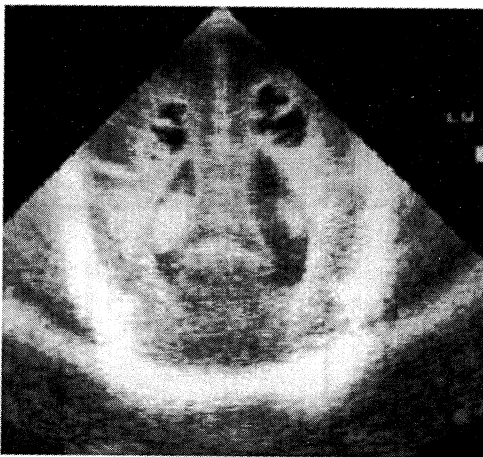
頭部超音波による嚢胞性脳室周囲白質軟化像。
